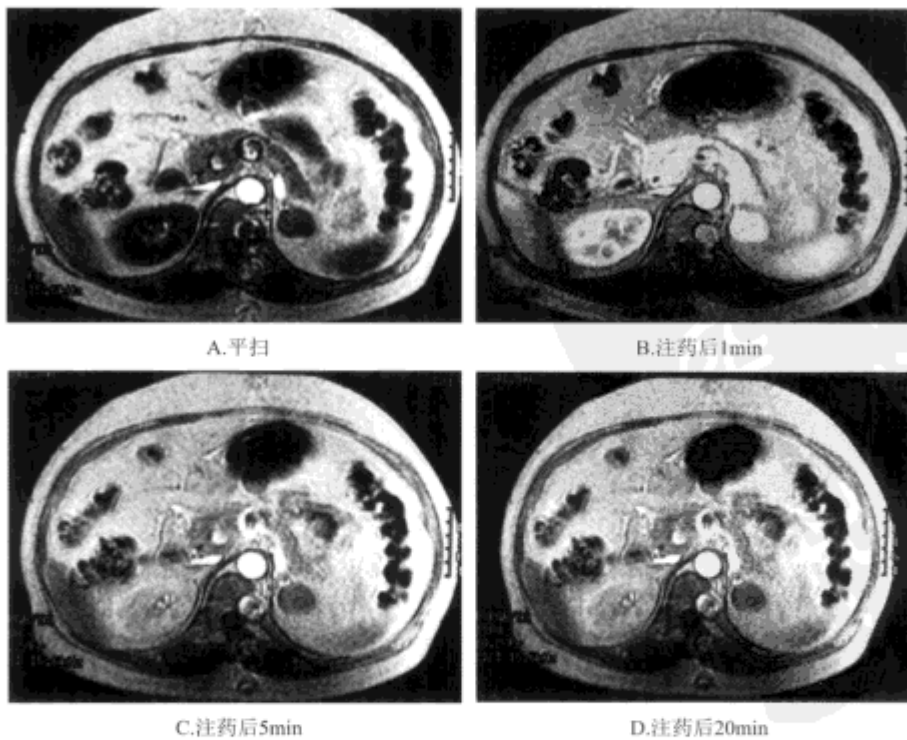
左肾上腺乏脂质腺瘤平扫及动态增强MRI检查
